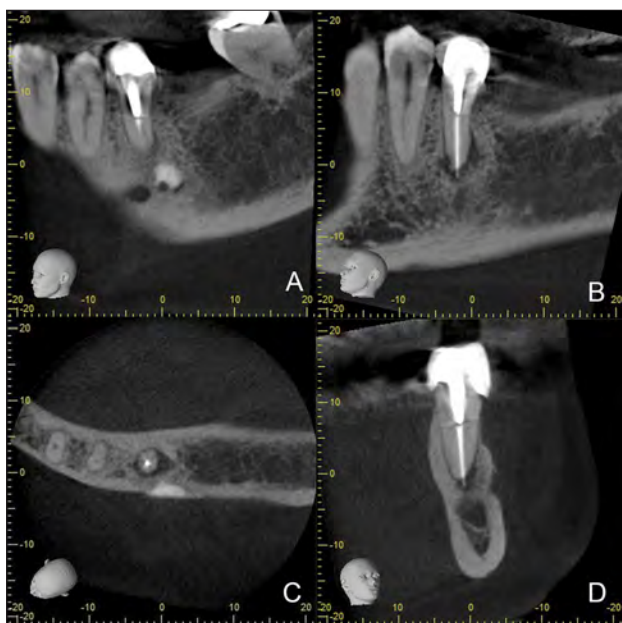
CBCT prequirúrgica del diente 3.5
